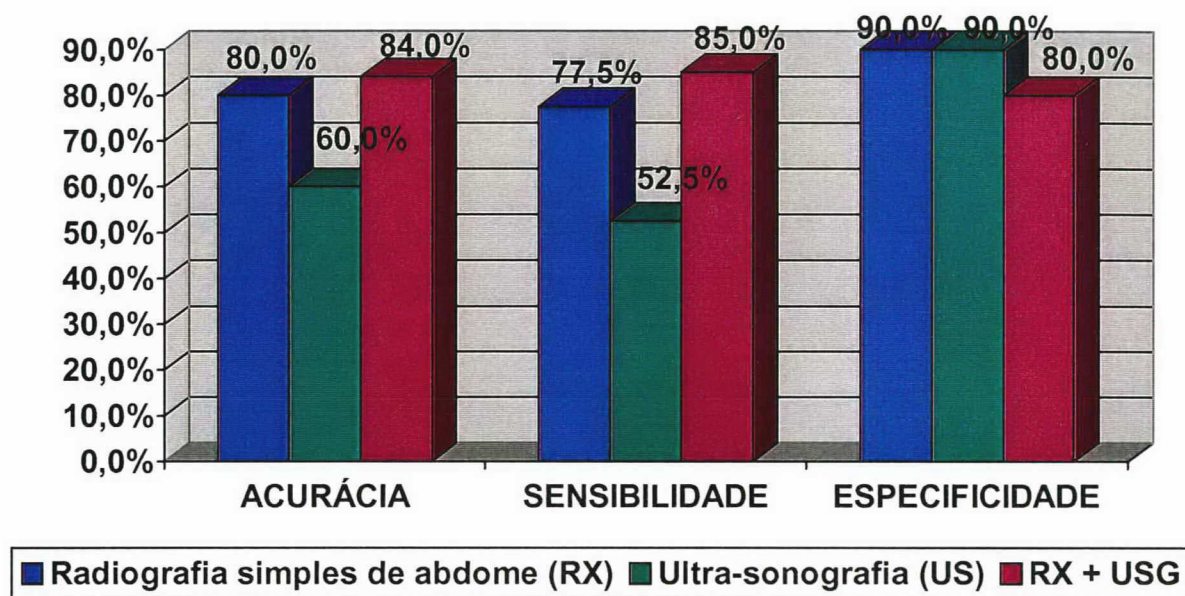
Valores diagnósticos do RX, USG e da associação destes exames, para o diagnóstico de cálculos urinários.
